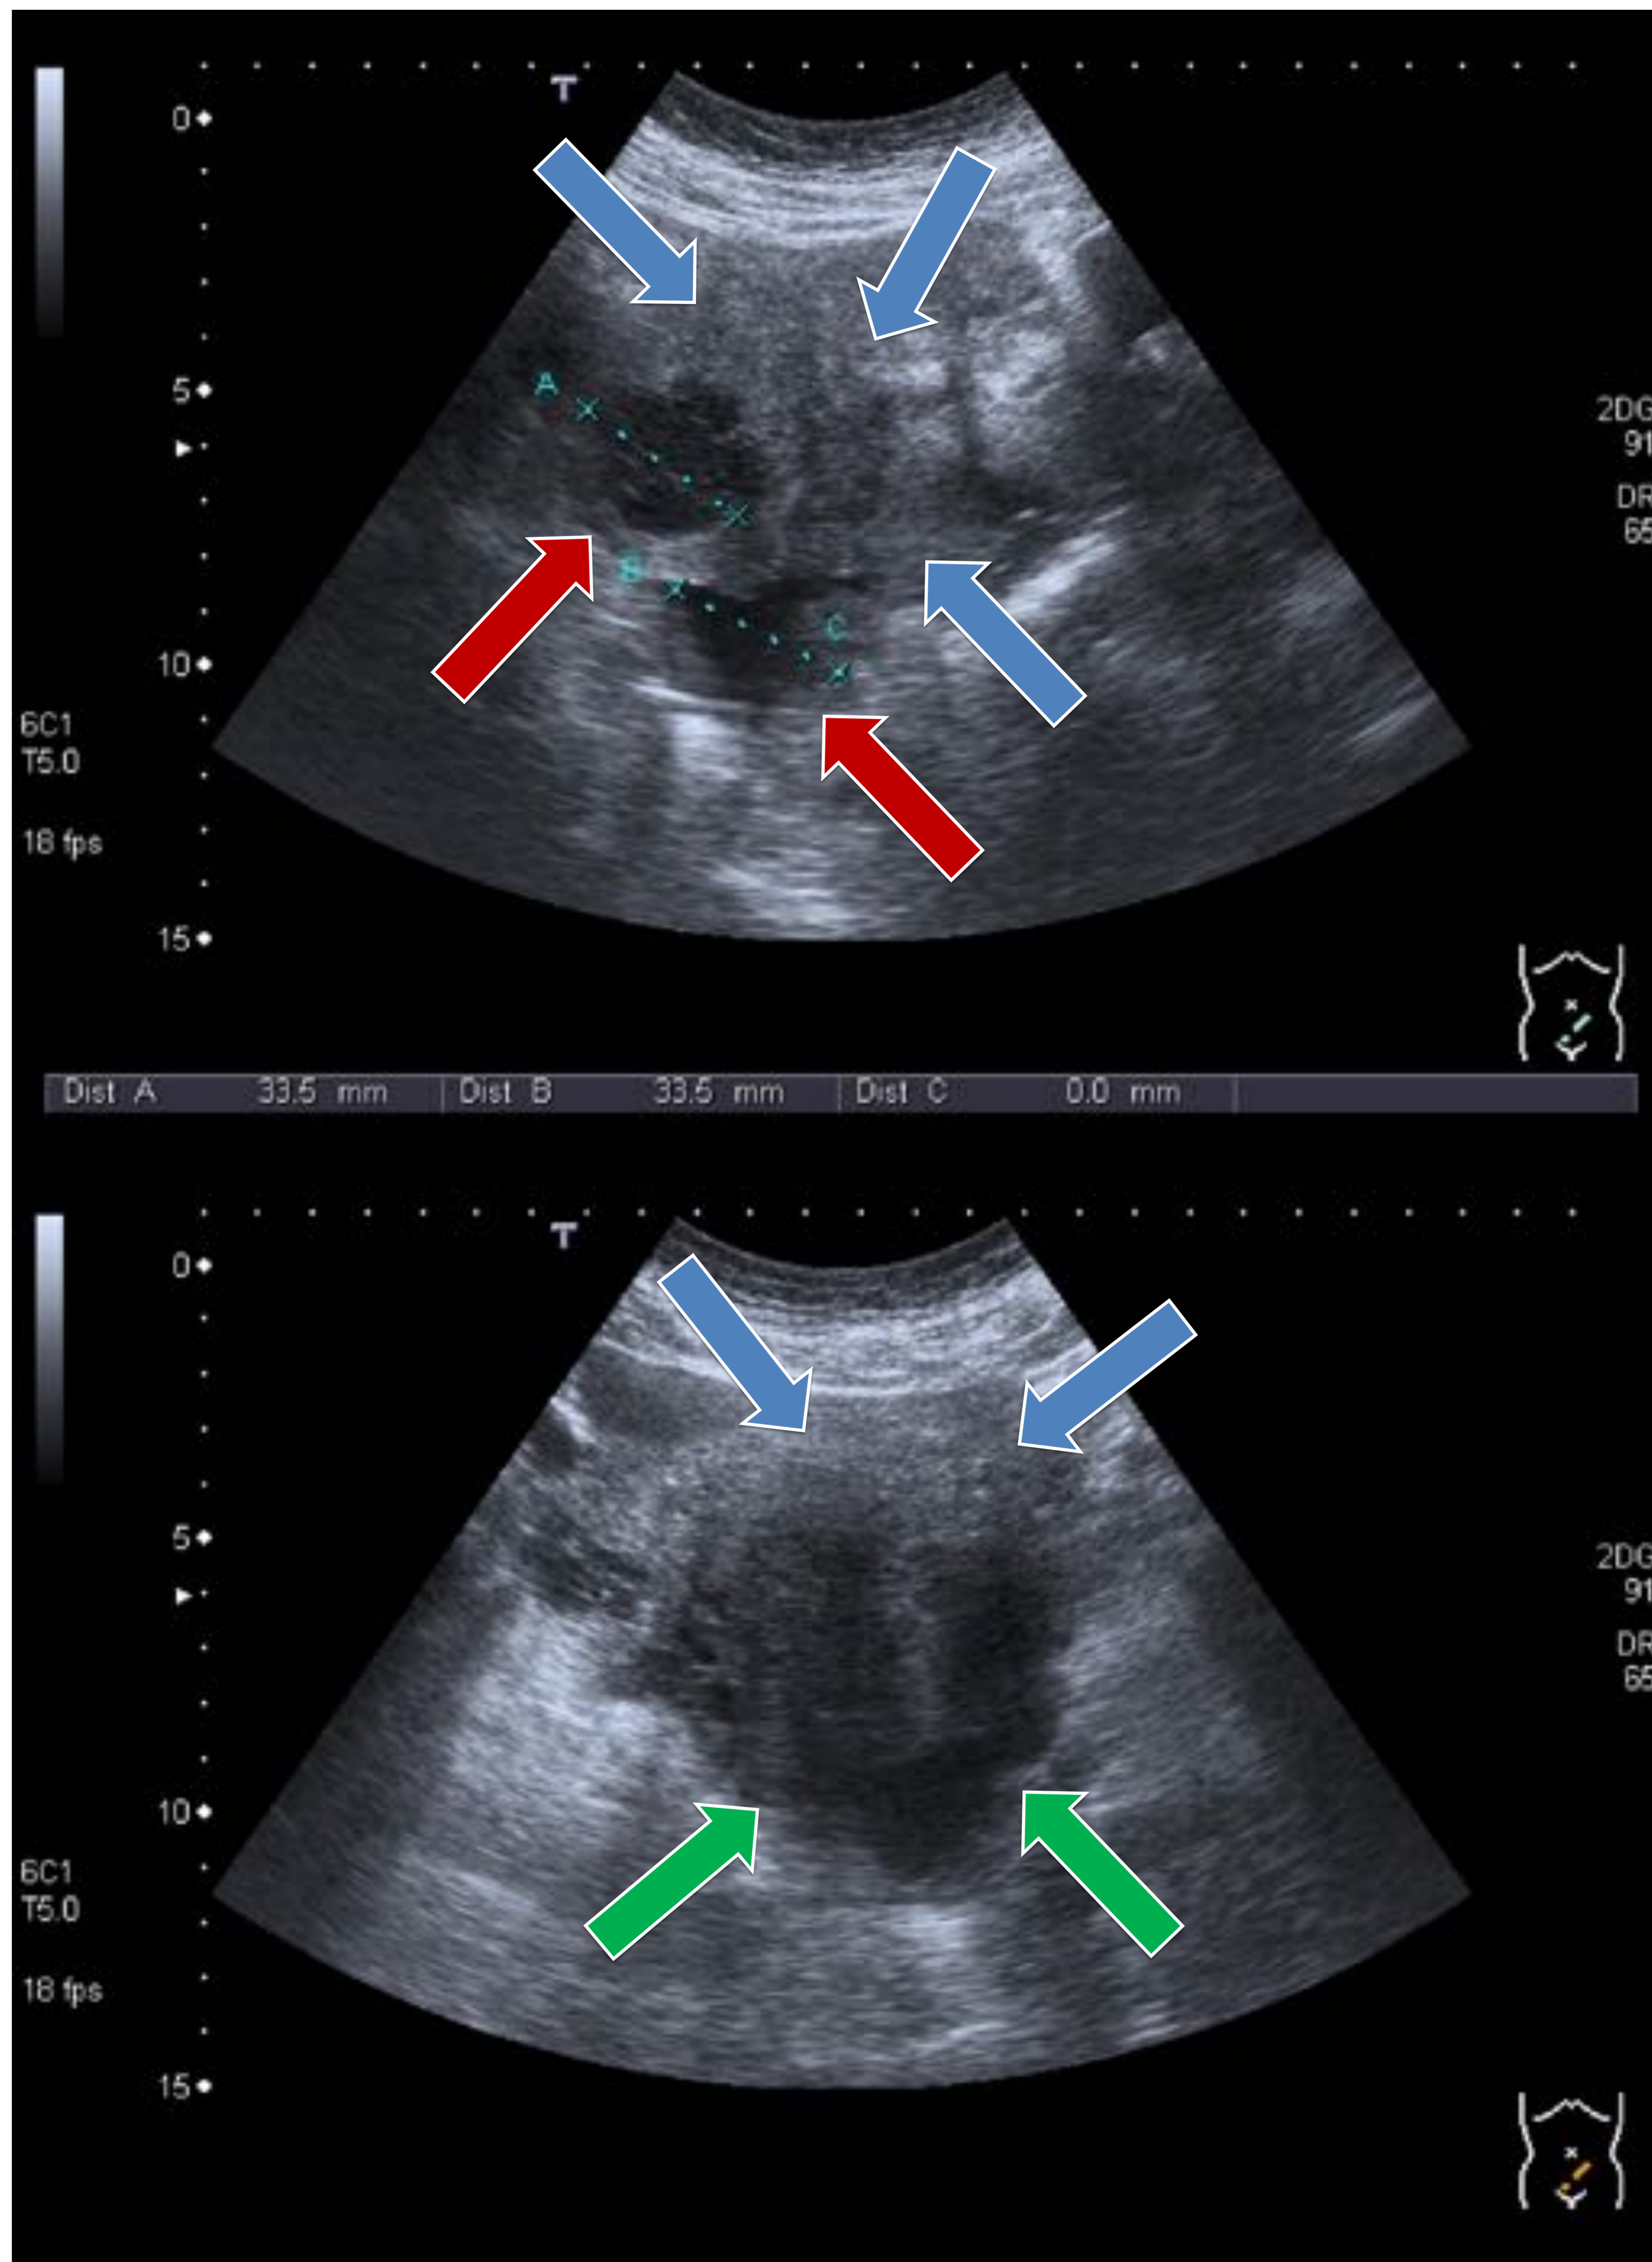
Mujer de 47 años con dolor abdominal difuso de cuatro meses de evolución. Presentaba elevación de CEA, CA 125 y Ca 19.9. Se realizó ecografía donde se observó ocupación de la pelvis por material heterogéneo (flechas azules) que rodeaba el útero y los anejos, de bordes mal definidos, con algunos focos quísticos (flechas rojas), acompañado de líquido libre en pelvis, ligeramente ecogénico (flechas verdes). Se planteó como primera posibilidad diagnóstica una endometriosis profunda y se completó el estudio mediante RM y TC.
